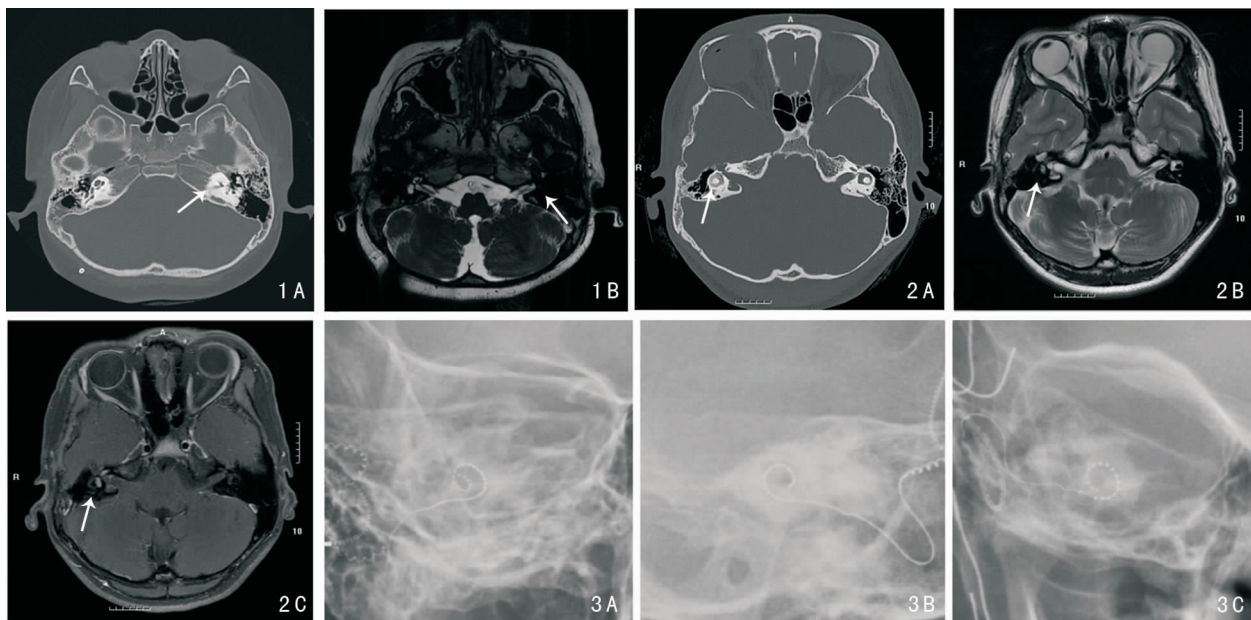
病例2影像学检查 1A:颞骨 HRCT 水平位,左侧耳蜗被骨质替代;1B:内耳 MRI 水成像,左侧耳蜗信号消失 图2 病例9影像学检查 2A:颞骨 HRCT 水平位,右侧半规管增粗,密度增高;2B:内耳 MRI 水平位 T2 加权像示右侧半规管及前庭高信号减低;2C:内耳 MRI 水平位 T1 加权像增强后可见右侧半规管及前庭信号轻度强化。箭头所示为外半规管及前庭
